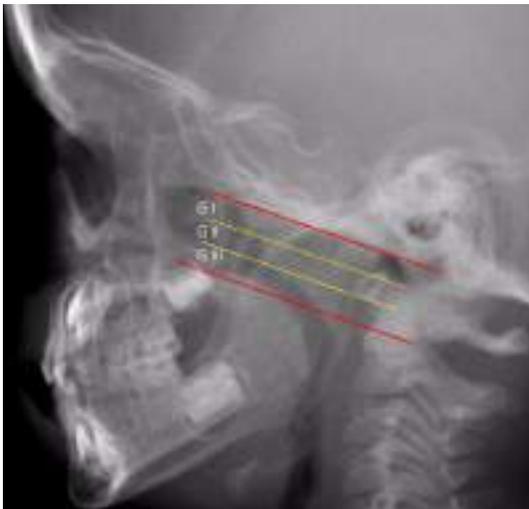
Radiografía lateral de cavum.
